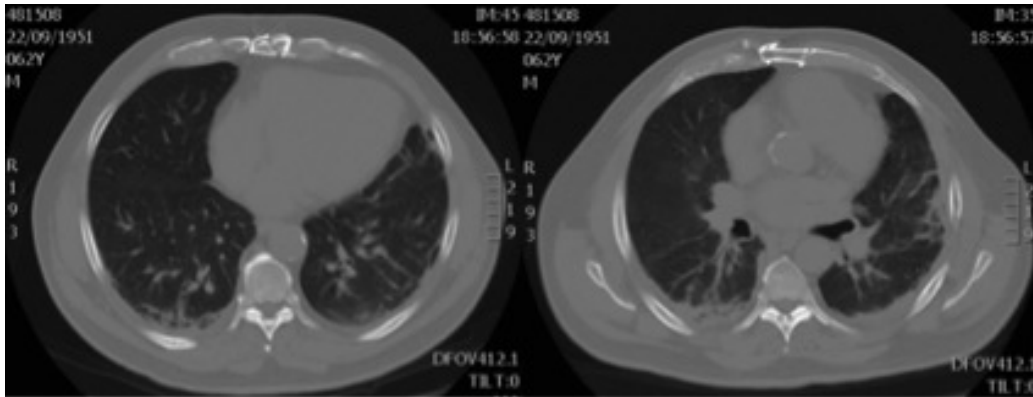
Demostración de la medición de atelectasias en el TAC a 5 cm por encima de la región supradiafragmática y en otro nivel pulmonar
